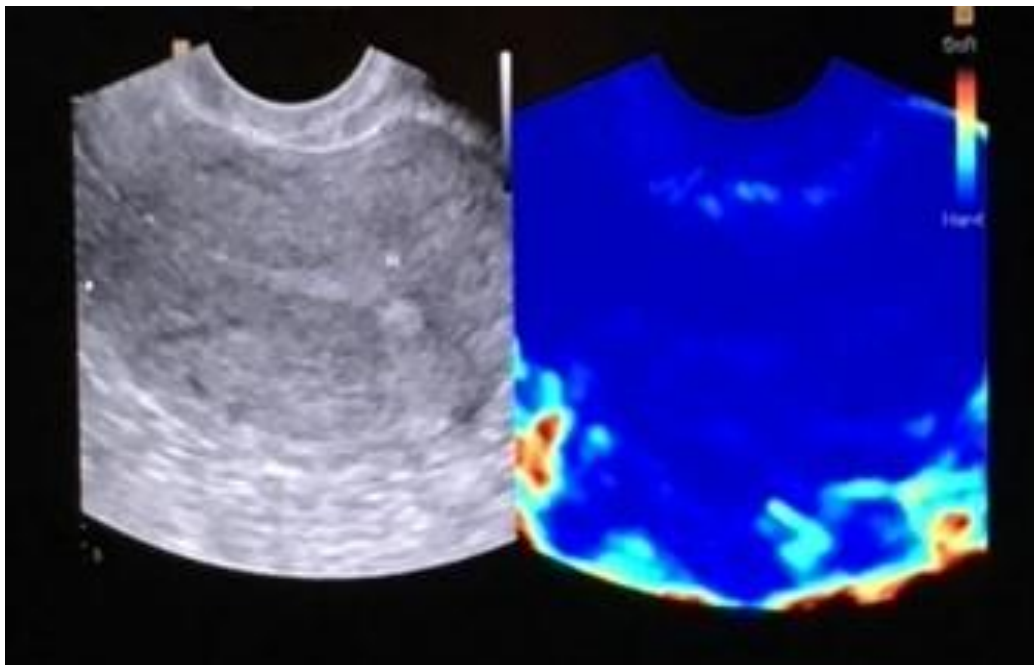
УЗИ эластография эндометрия: преимущественно синяя окраска при гипоплазии эндометрия
